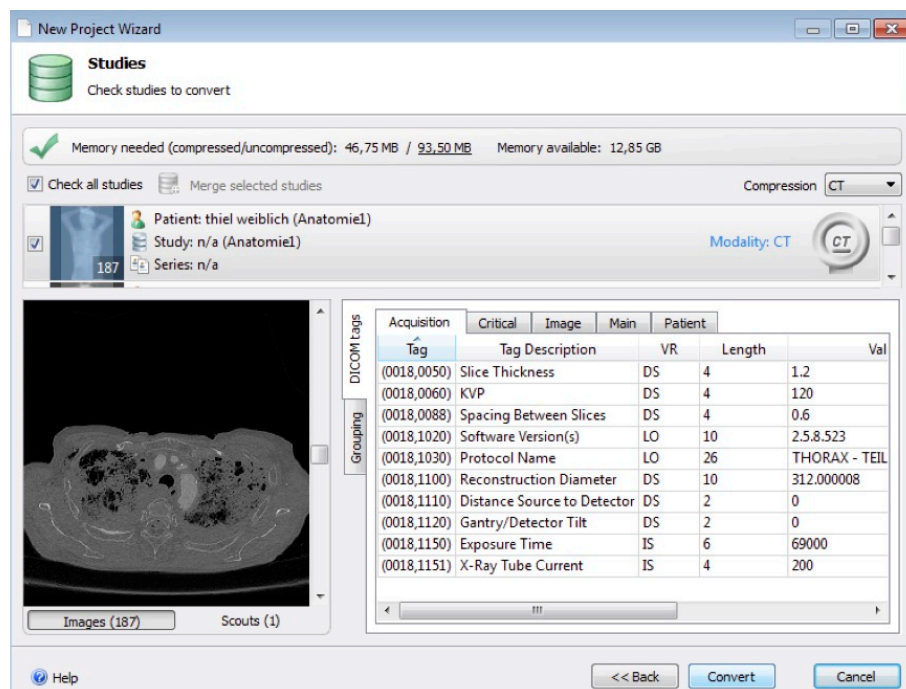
Auslesen eines CT-Datensatzes und Erstellen von neuen Projekten in Mimics®.
